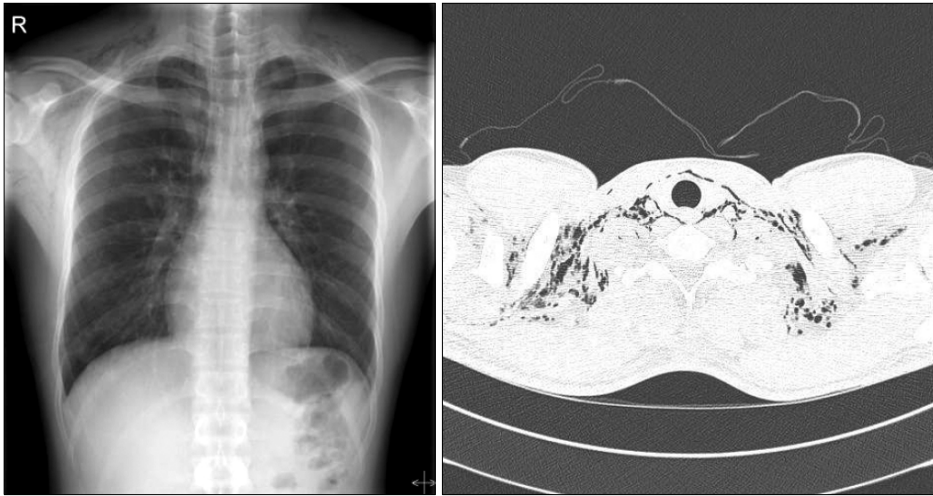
Chest PA and CT on admission shows air in the mediastinum and subcutaneous emphysema in the neck.
